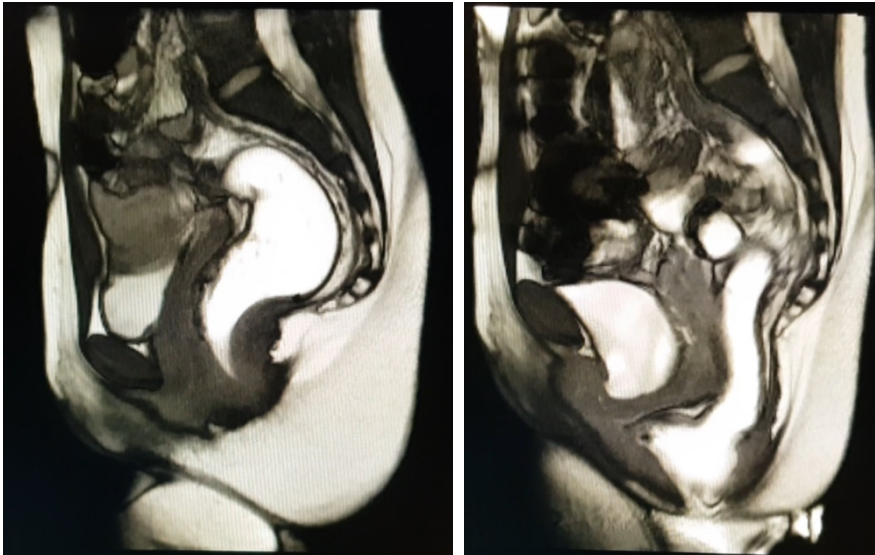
Resonancia magnética pélvica dinámica (en reposo, imagen izquierda; con maniobra defecatoria, imagen derecha).
